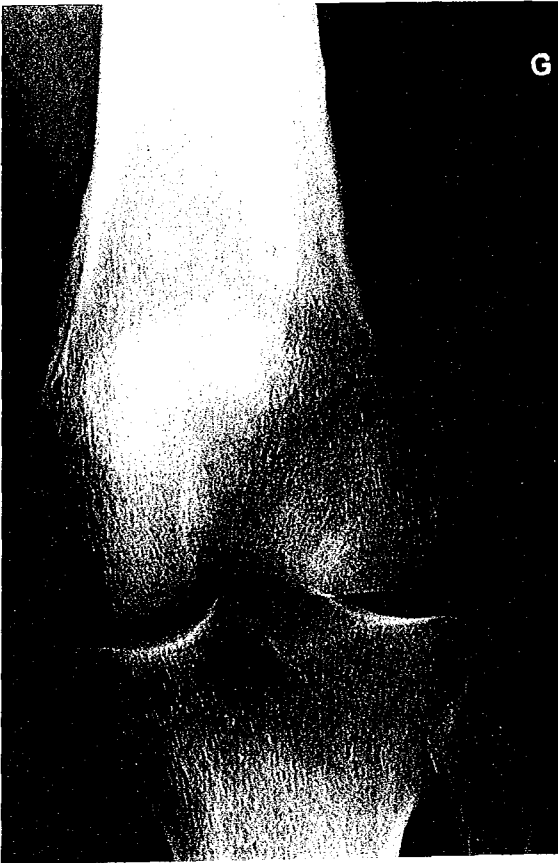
Radiographie de genou de face montrant de fines opacités irrégulières au sein de l'extrémité distale du fémur associées à des appositions périostées témoignant de la présence d'infarctus osseux.
